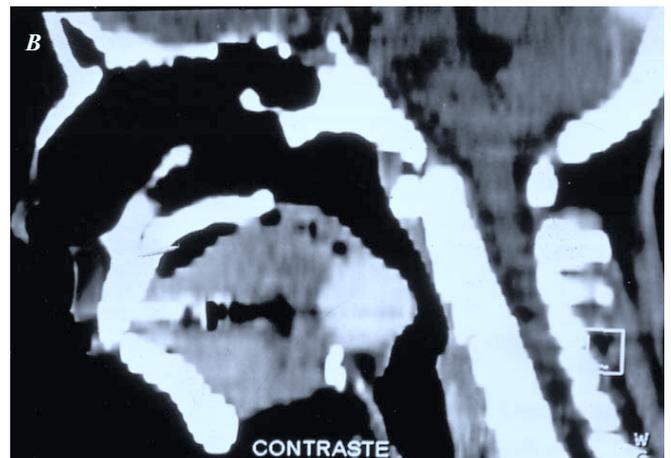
Tomografía computada muestra en: A) posición axial y B) posición sagital tiroides en la base de la lengua que desplaza parcialmente la epiglotis.
